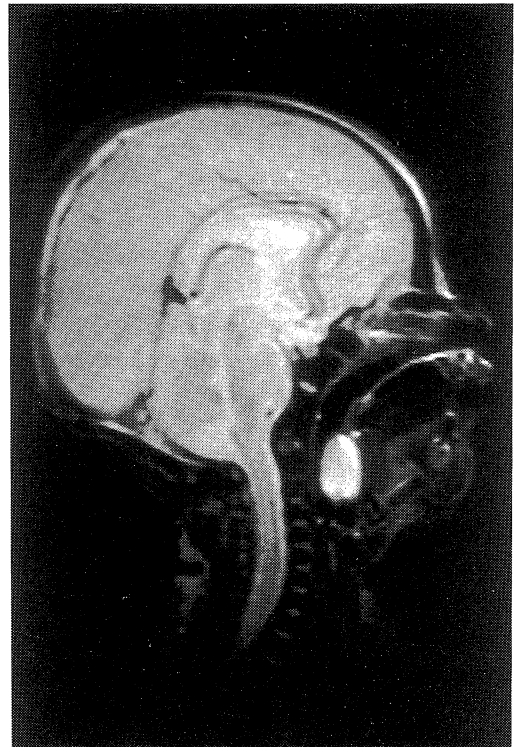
T1-weighted sagittal MRI of Case 2 shows oropharyngeal cyst, which is isolated from intracranial organs.
